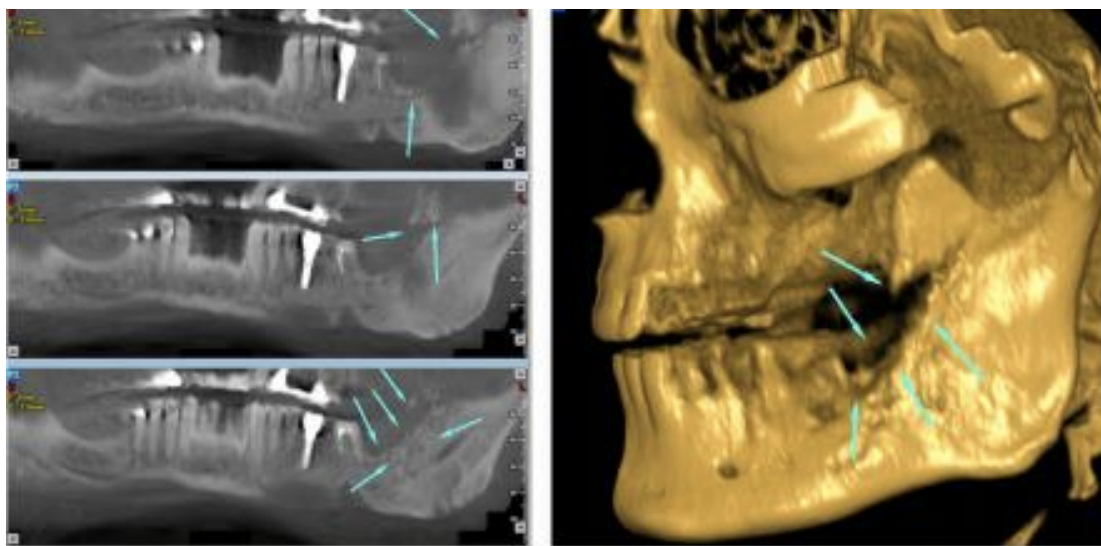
Reconstrucciones panorámicas y en 3D (CBCT).⁴⁷
